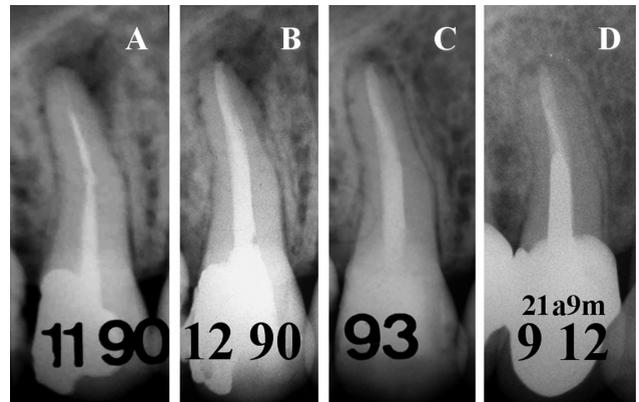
A: Radiografía preoperatoria. Premolar superior con un tratamiento endodóntico deficiente acompañado por una zona radiolúcida perirradicular. B: Radiografía posoperatoria inmediata del retratamiento. C: Radiografía posoperatoria luego de 3 años, en la que se distingue la persistencia de una imagen radiolúcida de menor tamaño al de la observada en las figuras A y B. D: Radiografía posoperatoria a distancia, luego de 21 años y 9 meses, en la que se observa la neoformación ósea completa en la zona perirradicular.
